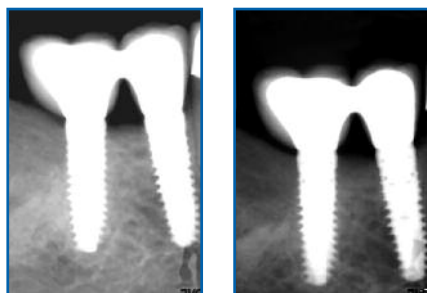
Das abschließende Röntgenbild (2005) und das Röntgenkontrollbild nach sieben Jahren (2012) unter funktioneller Belastung
